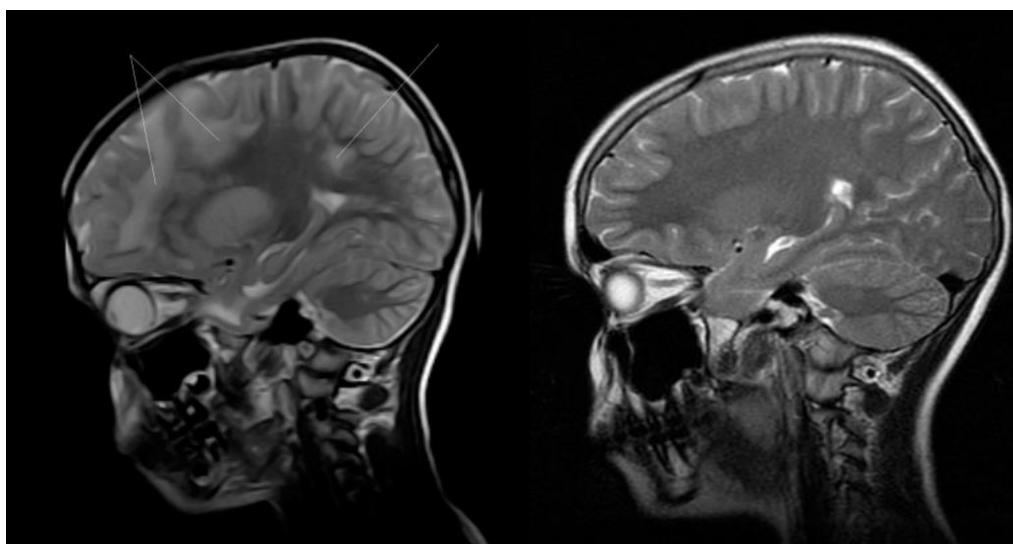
МРТ головного мозга описываемого пациента (слева) по сравнению с нормой (справа). Линии указывают расположение максимально выраженной лейкопатии в лобном и теменно-затылочном отделах
